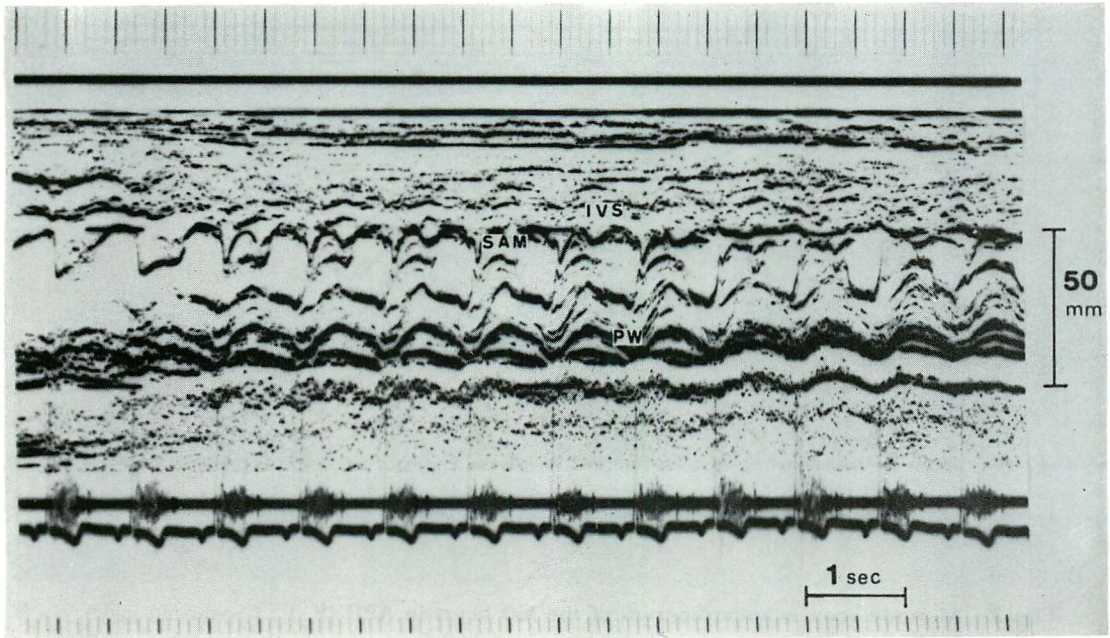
M-mode scan echocardiogram of the left heart in ASH (S. M., 35-year-old female).
